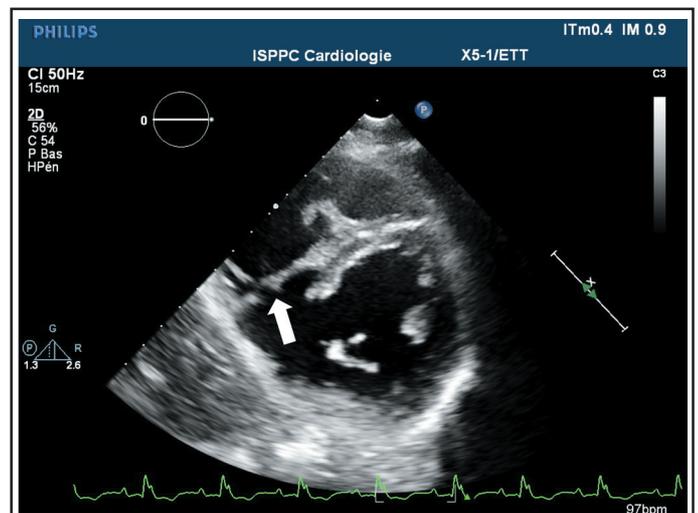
Image échographique en vue parasternale petit axe, révélant la dilacération du septum interventriculaire.
